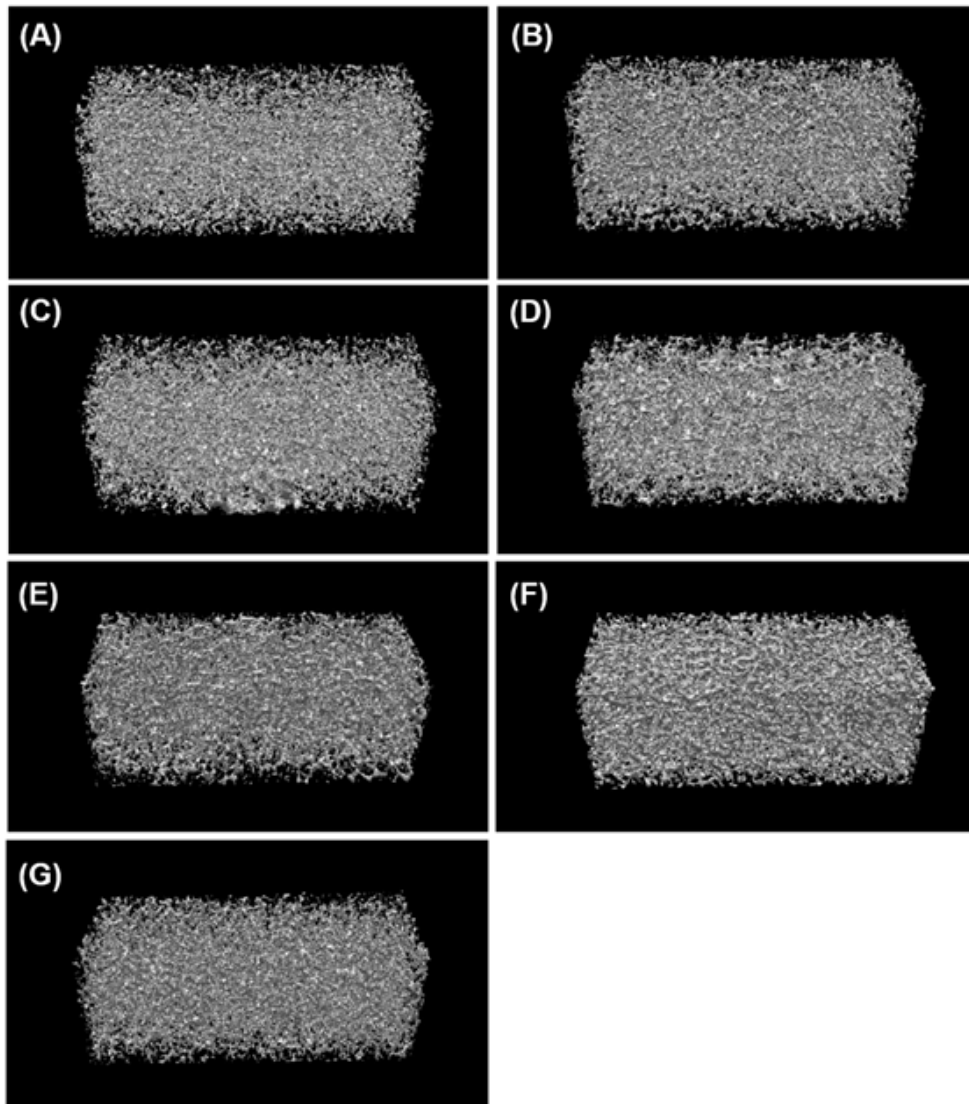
Micro-CT image of experimental sponge brush products. Each uppercase letter indicates the code of the experimental sponge brush products.
